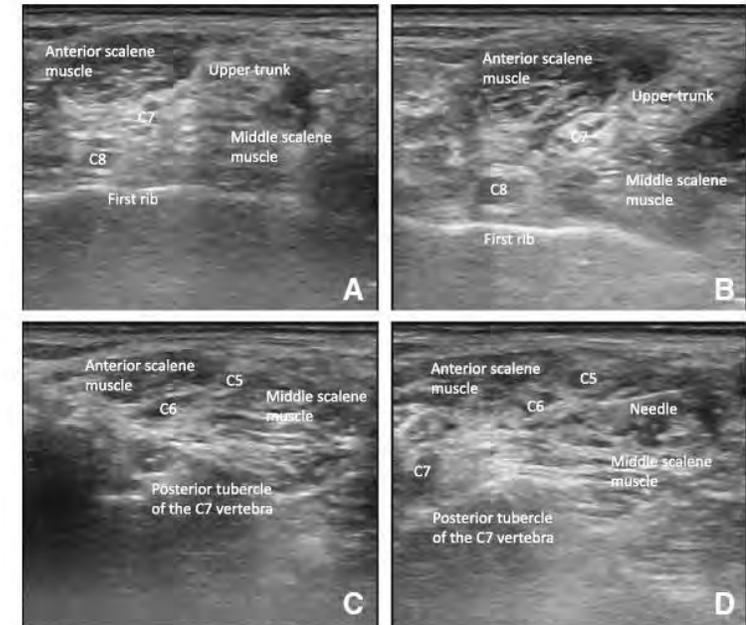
Ultrasound-guided C5 to C8 nerve root block for interscalene brachial plexus block. a The C5 to C8 nerve roots located between the anterior and middle scalene muscles. The C8 nerve root lies on the first rib, and the C5 and C6 nerve roots are fused into the upper trunk of the brachial plexus. b Spread of local anesthetic around the C8 nerve root. c The separated C5 and C6 nerve roots visualized by the oblique rotation of the medial side of the ultrasonography transducer. d Spread of local anesthetic around the C5 and C6 nerve roots
